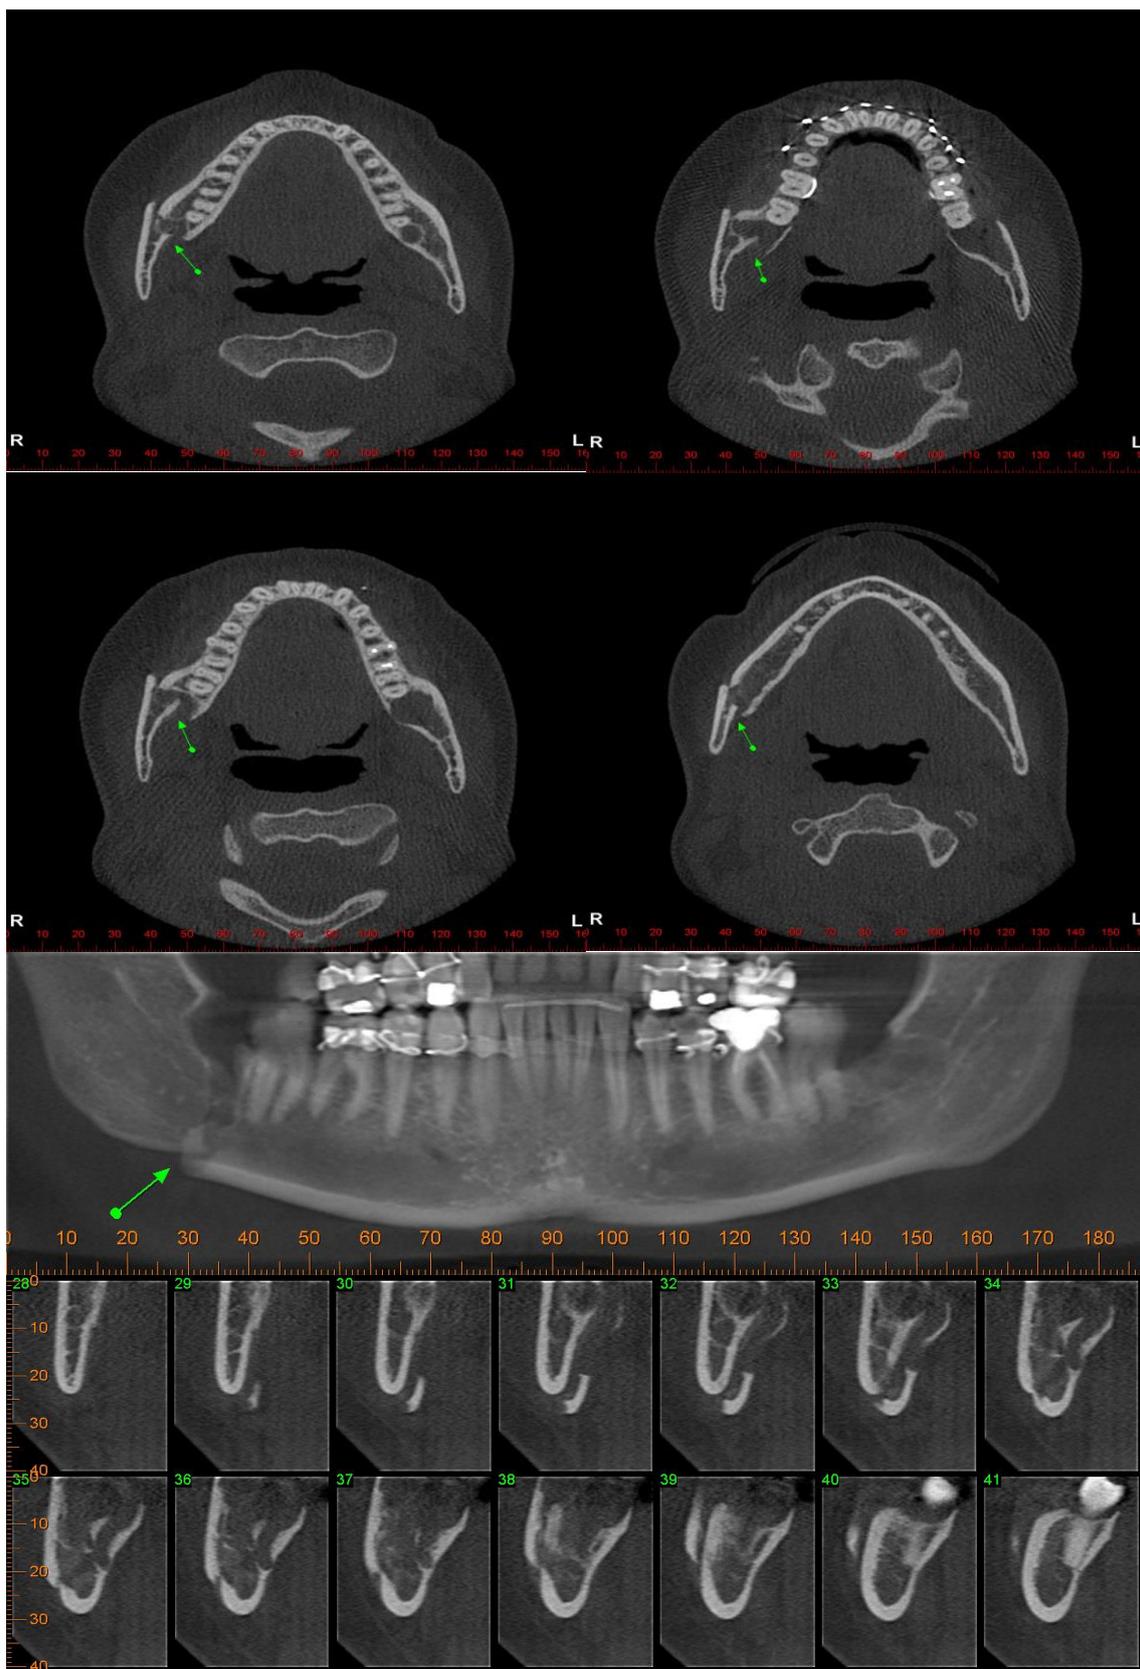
Tomografia volumétrica após 4 semanas do bloqueio maxilo-mandibular.
